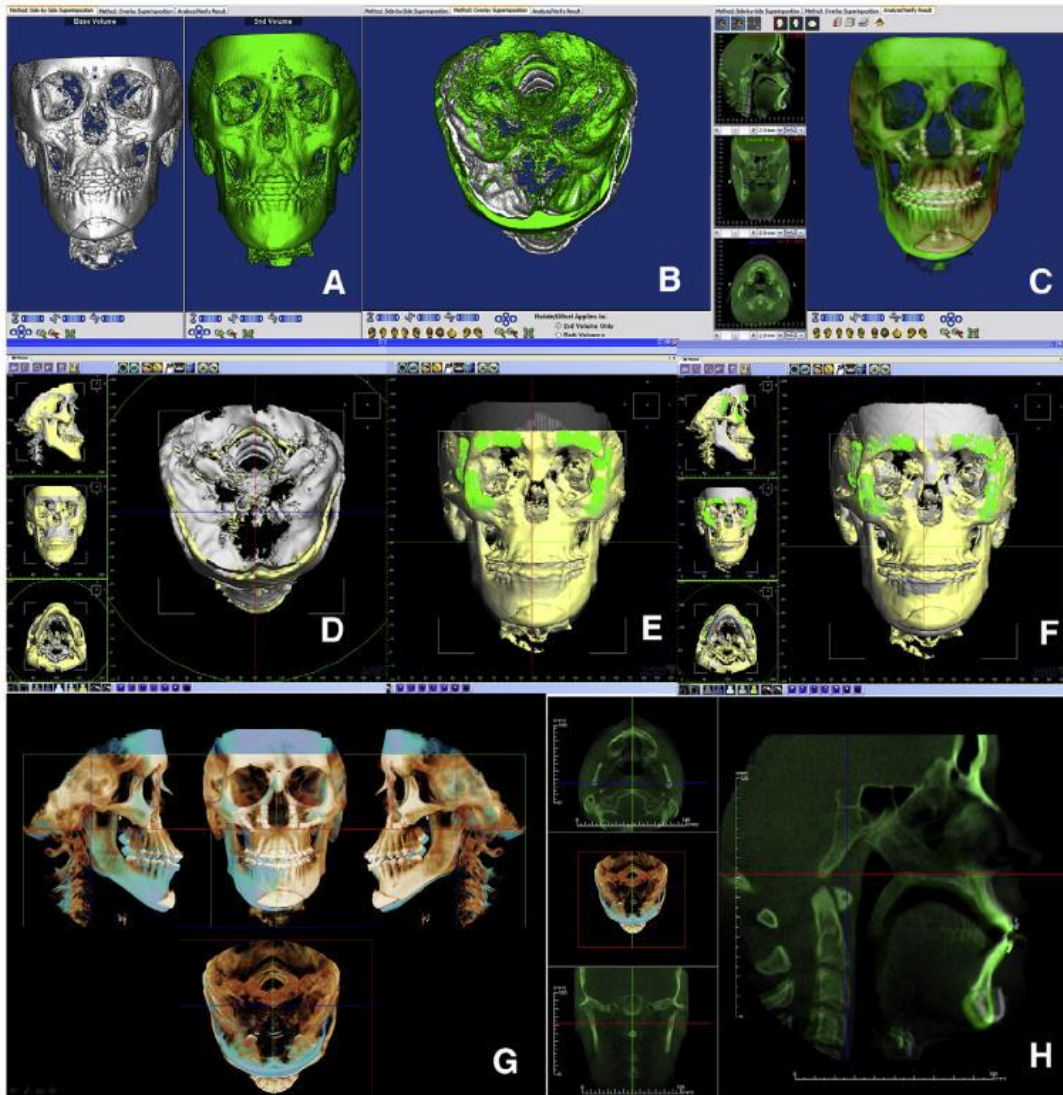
Registrazione e sovrapposizione di immagini Tc Cone Beam sequenziali
